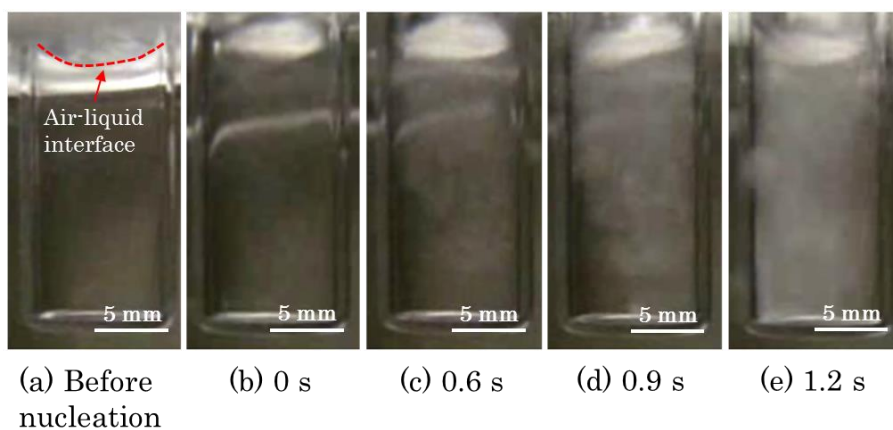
周波数 45 kHz の超音波照射による結晶化の様子（核発生直後を 0 s とする）
